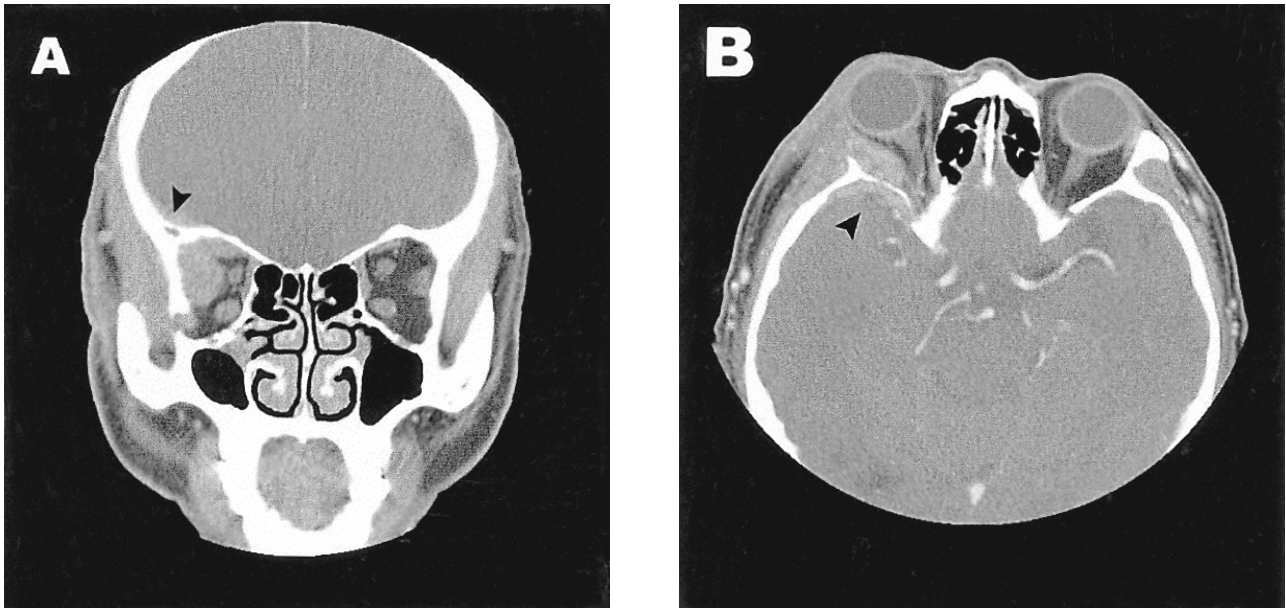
Coronal (A) and axial (B) orbital CT scans at postoperative 5 months show recurred mass and cranial invasion (arrows).
